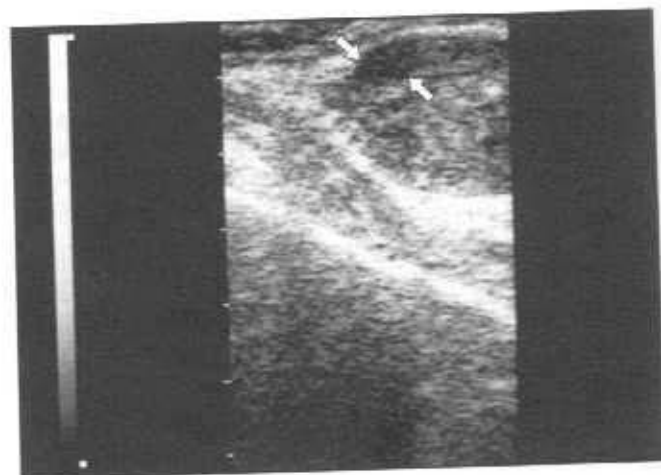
Эхограмма (ТРУЗИ, продольный срез) предстательной железы. По ректальной поверхности определяется небольшая зона сниженной эхогенности с нечетким контуром размерами 1,0 x 0,6 см — первичный раковый узелок (отмечен стрелками). Капсула предстательной железы не деформирована, эхоструктура ее не нарушена.
